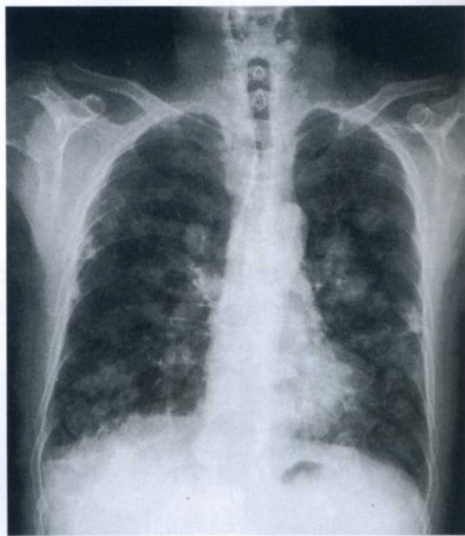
双肺多发转移瘤 X 线平片表现
